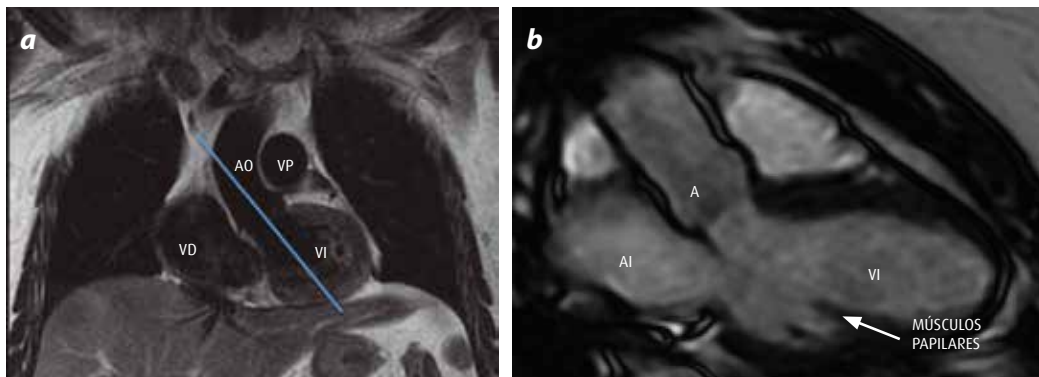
RM en secuencia potenciada en T2. a) Plano ortogonal coronal ejemplificando la adquisición del eje horizontal largo. b) Eje largo horizontal donde se aprecia el ventrículo izquierdo (VI), la aurícula izquierda (AI) y el tracto de salida de la aorta (A). Además se aprecia el origen de los músculos papilares.
